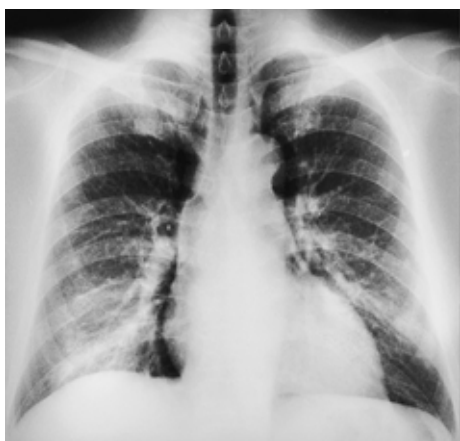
Chest X-ray film on admission, showing a few small nodular opacities in the bilateral lung fields.
